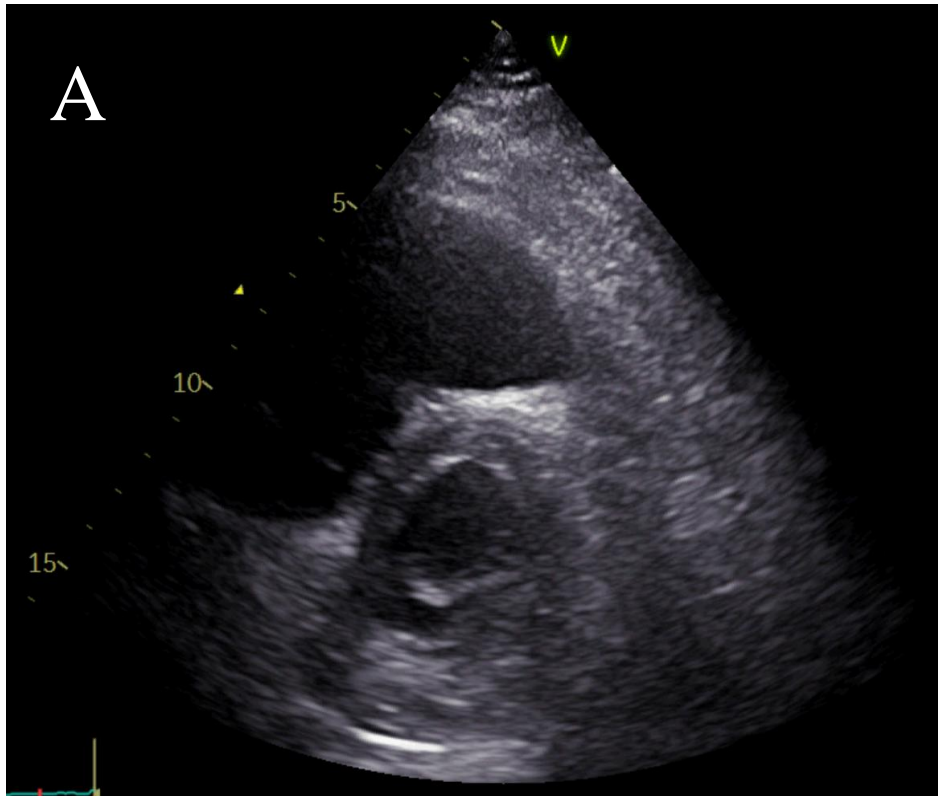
Ecocardiograma transtorácico plano paraesternal eje corto (A) al ingreso, con aplanamiento del septo y dilatación de VD y (B) previo al alta, con normalización de los cambios previos.
